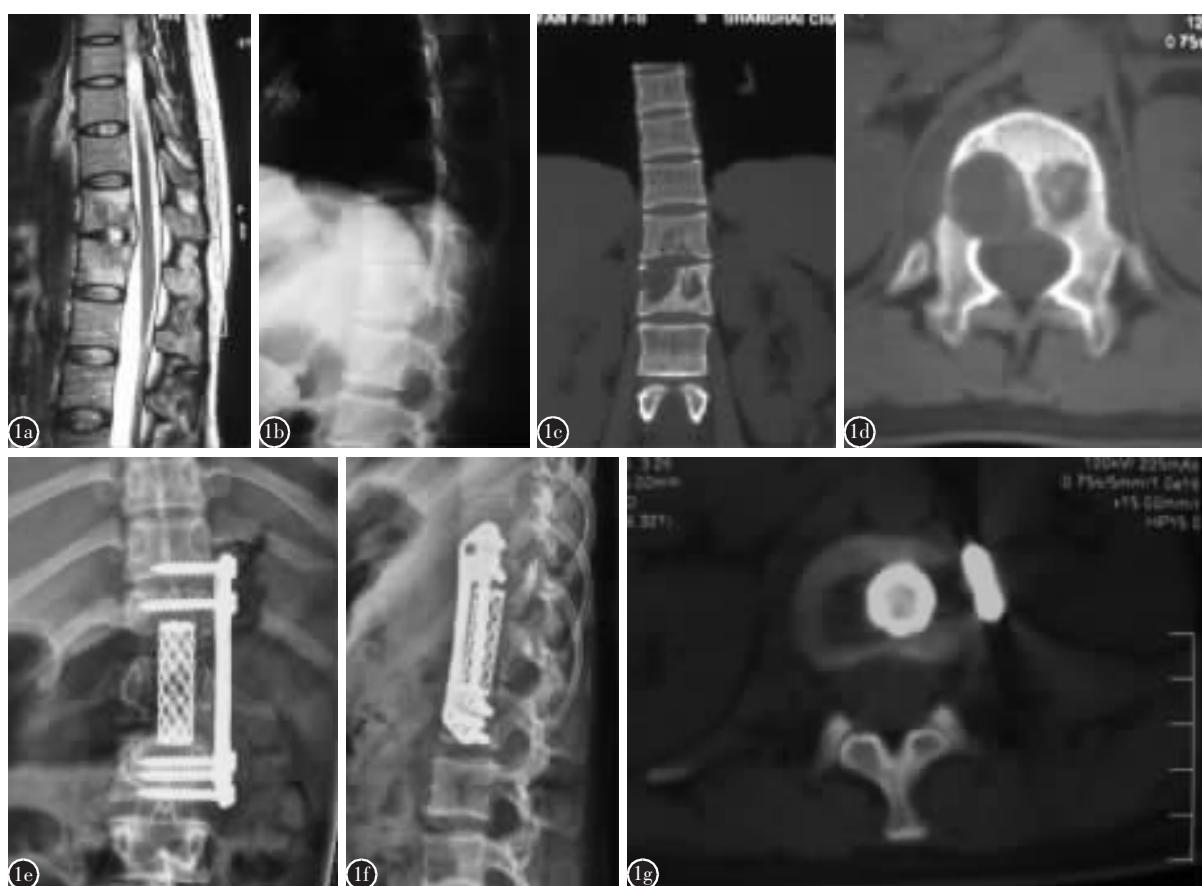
患者,女,32岁 a 术前 MRI 示 T11~T12 椎体结核,硬膜囊受压 b 术前 X 线片示 T11/12 椎间隙受侵变窄 c,d 术前 CT 示 T11/12 椎体破坏, 椎体后壁受侵, 病变组织侵入椎管 e,f 病灶清除及前路钛网填充植骨重建术后 X 线片示 T10~L1 侧前方固定, 钛网及钉板位置良好 g 术后 6 个月 CT 清楚显示内植骨融合
